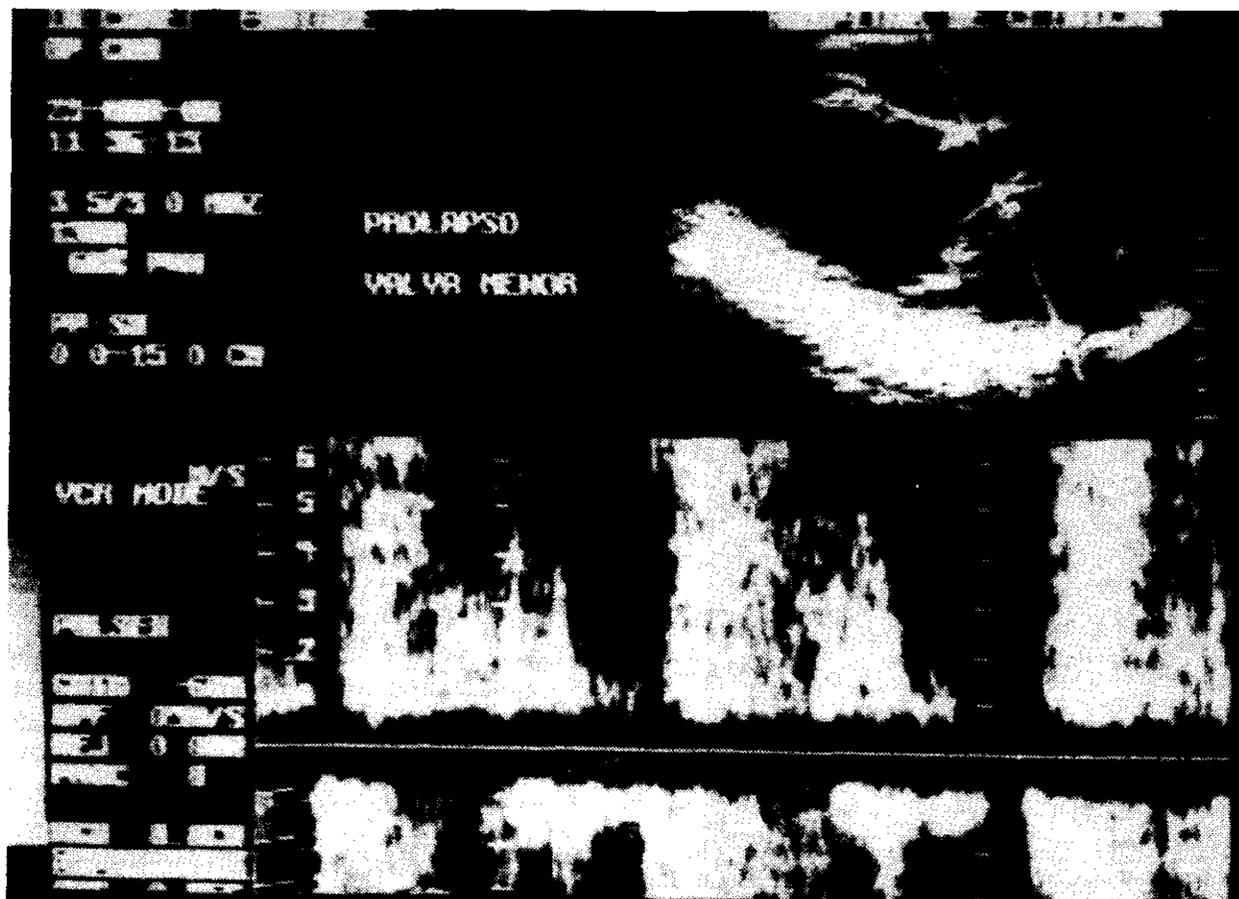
Prolapso de la valva menor mitral. Vista paraesternal en eje largo. Mediante el Doppler pulsado se detecta la turbulencia correspondiente al jet de regurgitación mitral, dentro de la aurícula izquierda, en el sector vecino a la pared posterior de la aorta.
